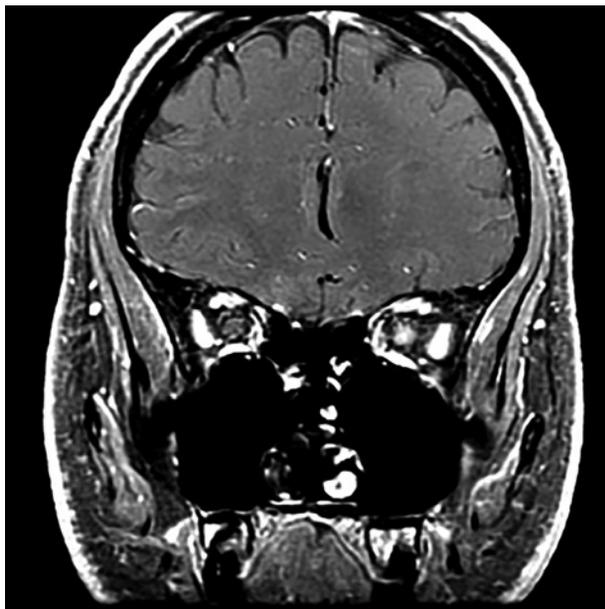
Imagen de RMN: corte coronal ponderado en T1 de las órbitas con saturación de grasa que muestra el agrandamiento del nervio óptico intraorbitario izquierdo en un paciente con neuritis óptica.
